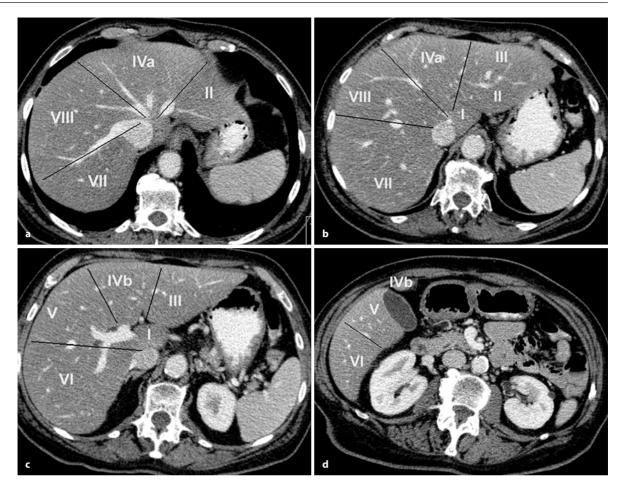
a – d. Bestimmung der Lebersegmente in der CT in axialer Schnittrichtung. a, b Im kranialen Abschnitt Einteilung der Segmente entlang der Lebervenen und der V. cava inferior
